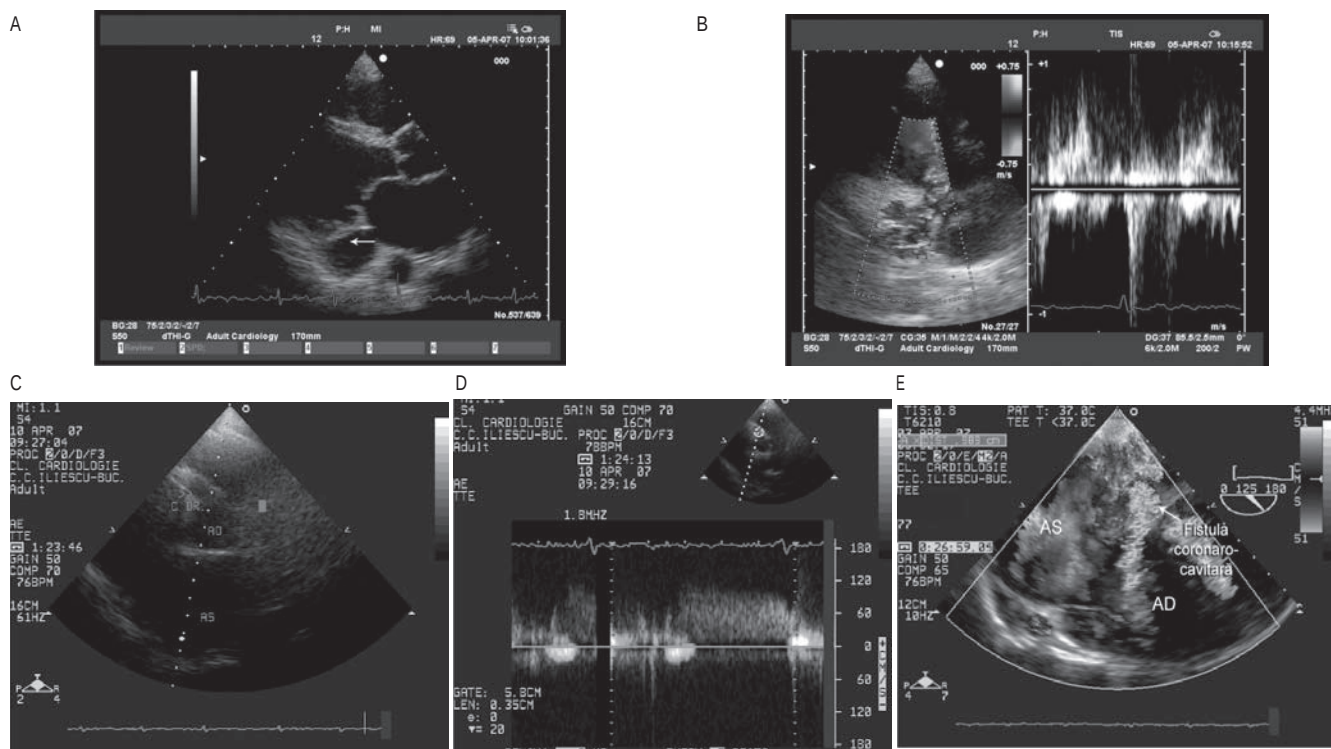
Ecocardiografie transtoracică: (A) secțiune parasternal ax lung: dilatare importantă de sinus coronar, (B) secțiune parasternal ax scurt la nivelul vaselor mari: fistulă coronaro-cavitară AD, cu flux turbulent la Doppler color și flux diastolic la Doppler spectral (ce semnifică flux de arteră coronară) (D), (C) conduct corespunzător traiectului arterei coronare drepte, (E) ecocardiografie transesofagiană: fistulă coronaro-cavitară în atriu drept realizată printr-un conduct corespunzător traiectului arterei coronare drepte și care se varsă în AD prin intermediul sinusului coronar.
